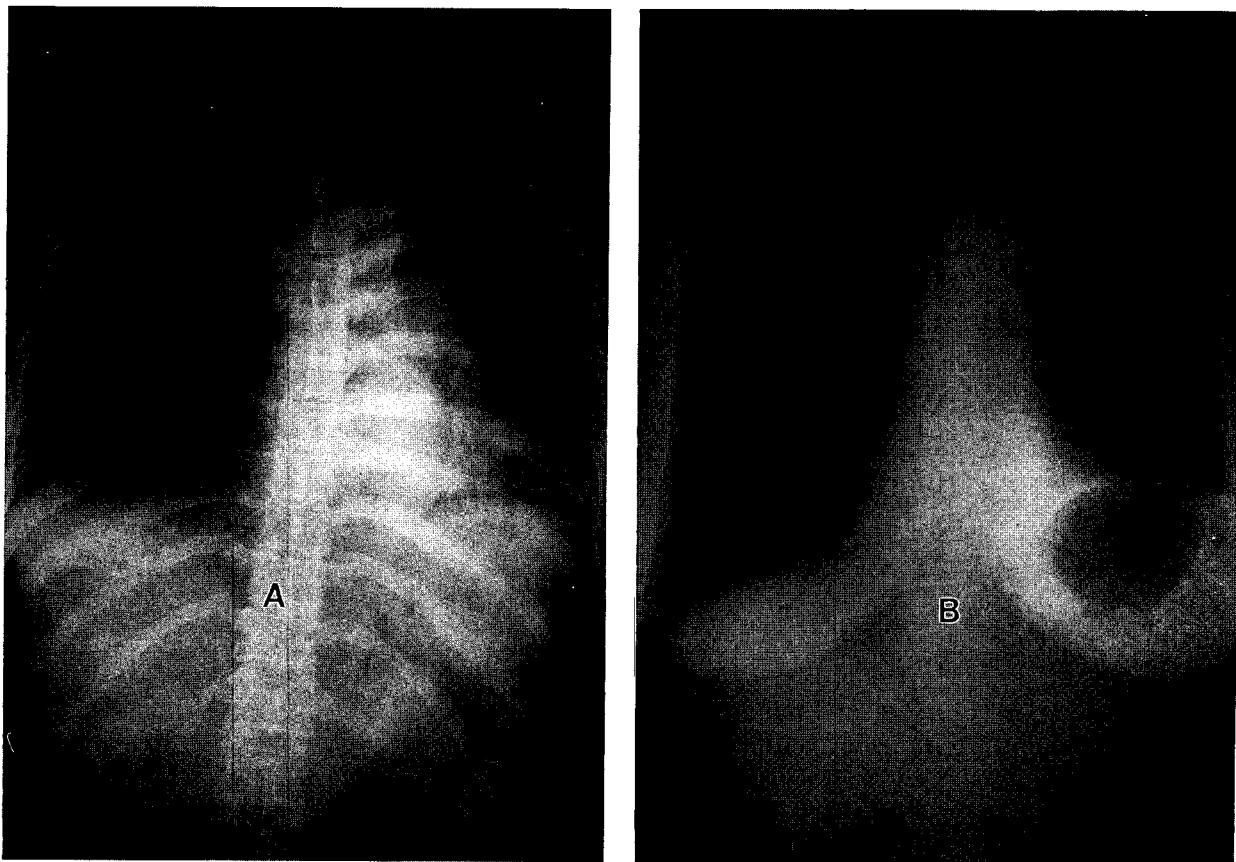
Plain chest roentgenograms before (A) and after (B) operation (patient 1).
